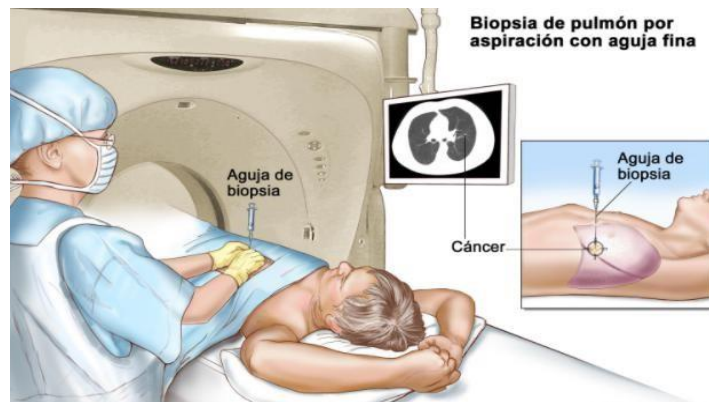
Biopsia guiada por TAC
